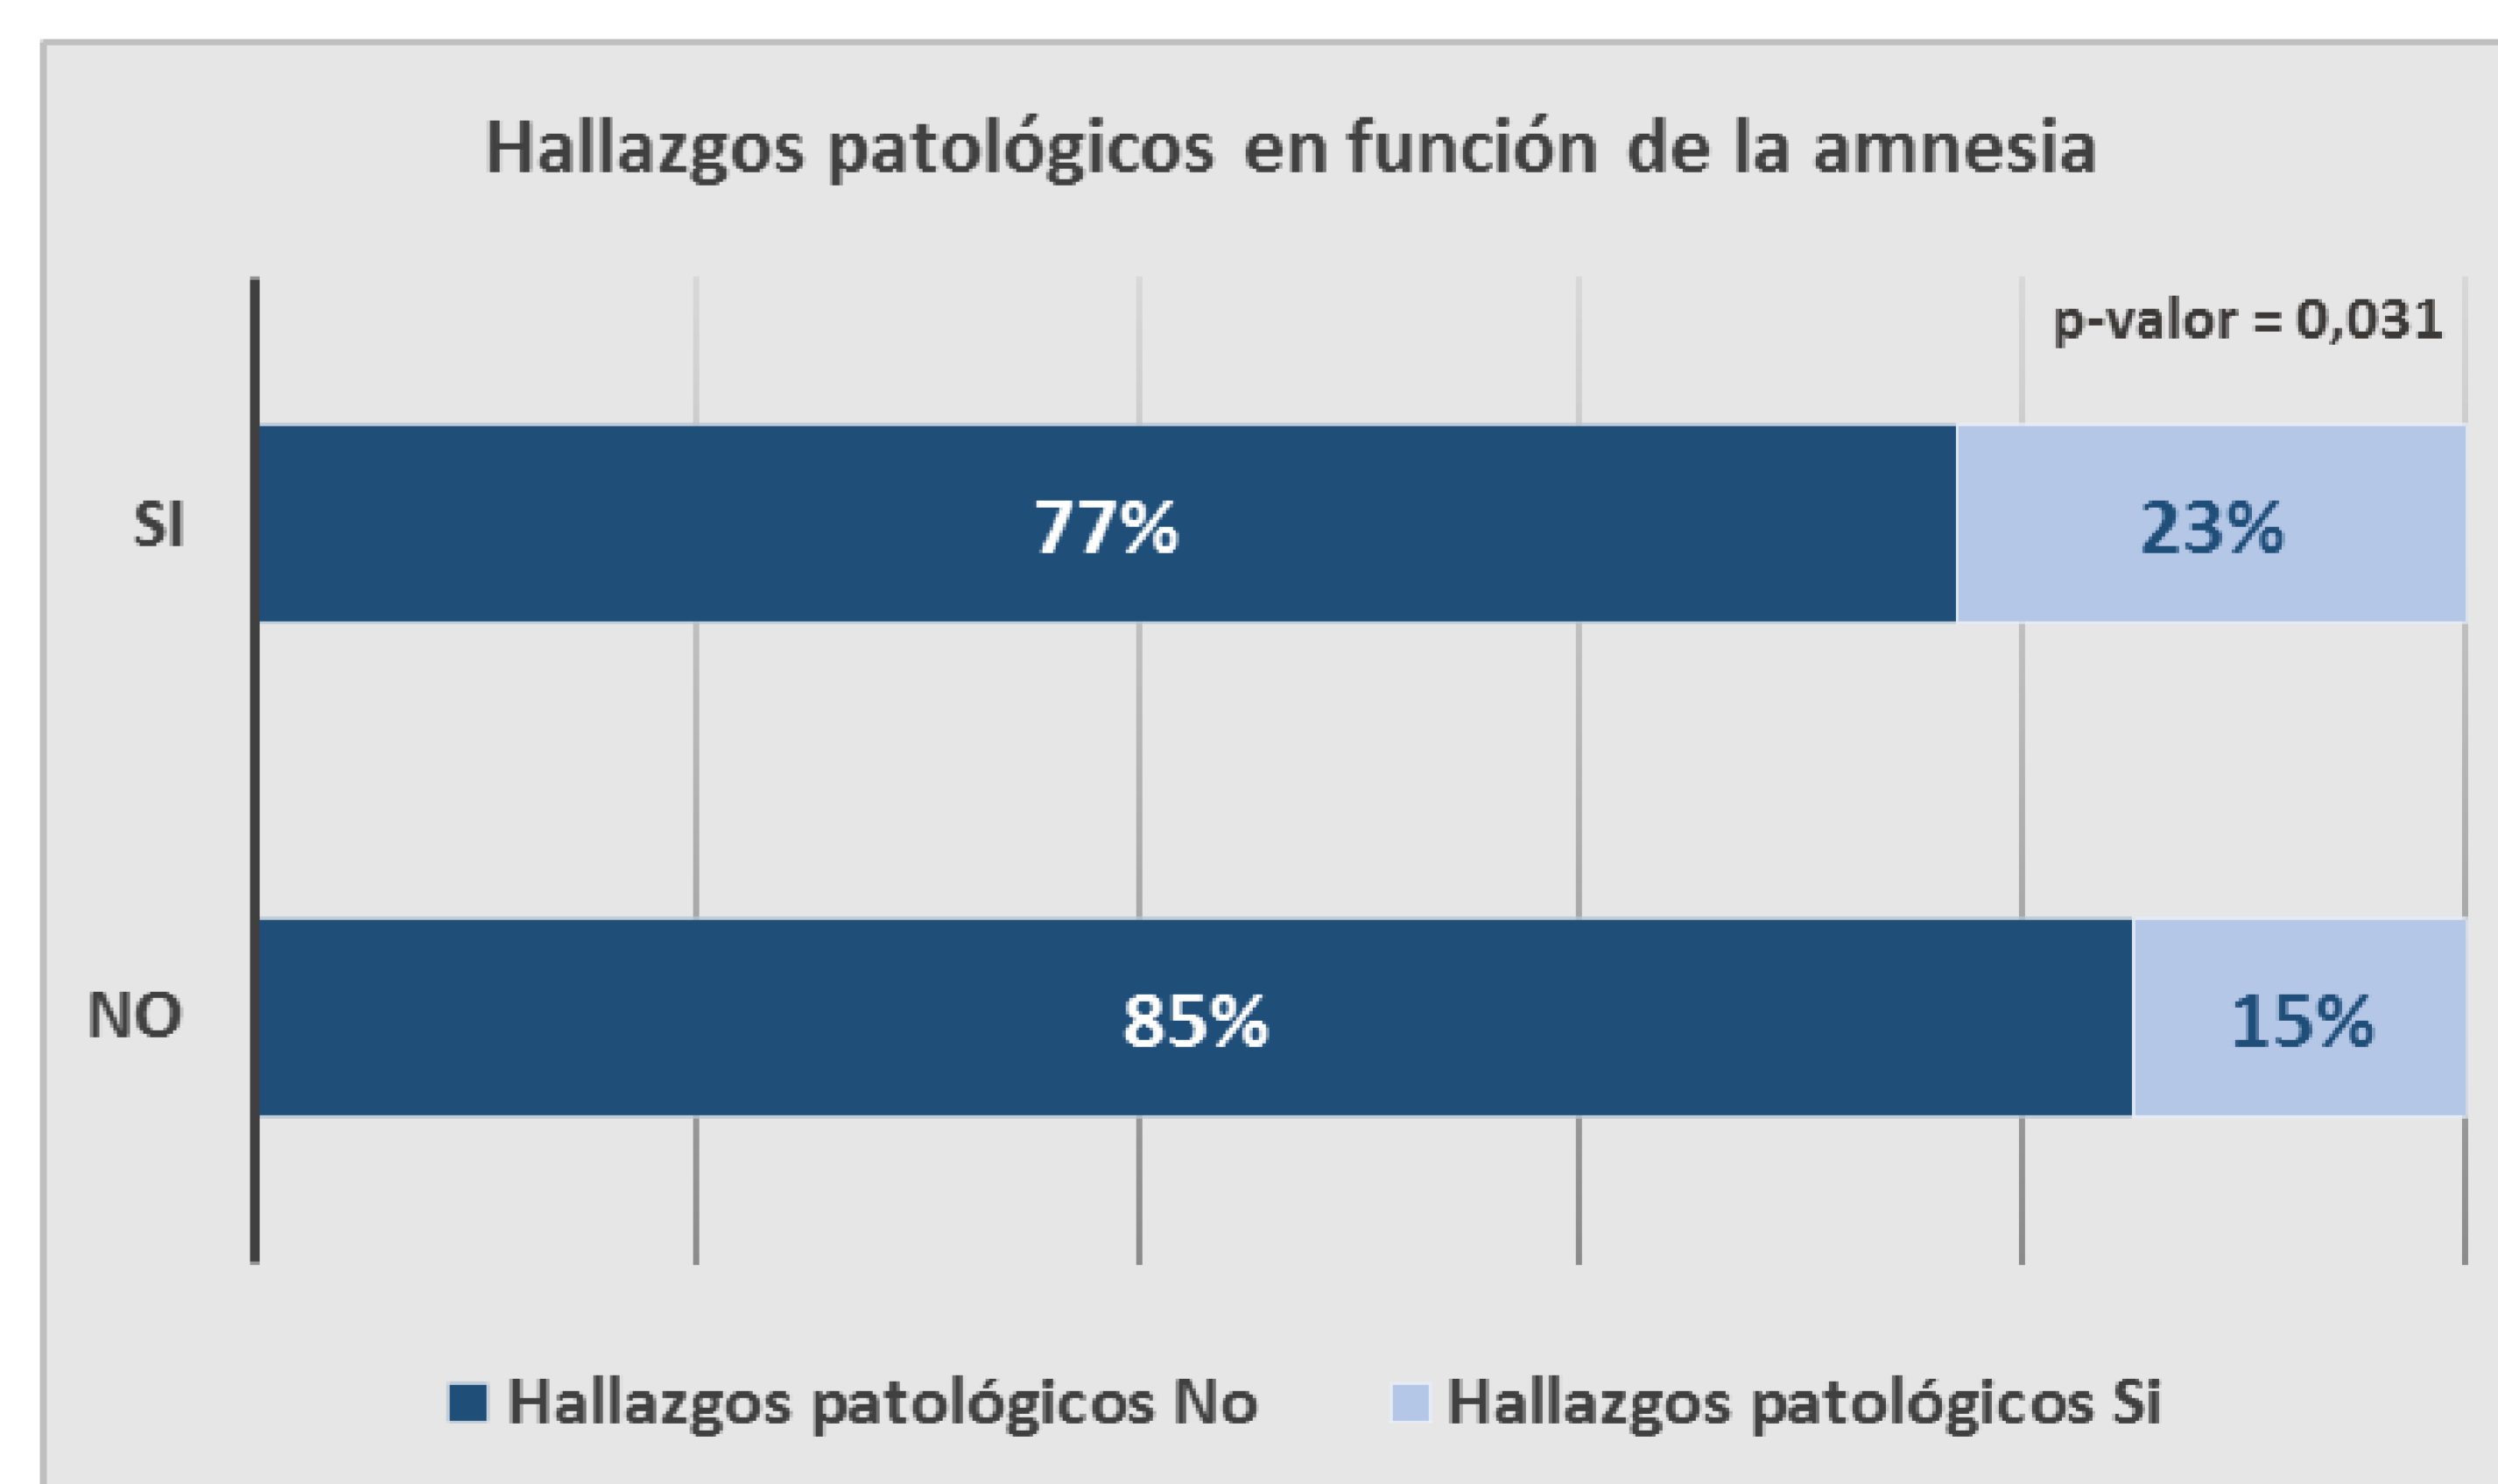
Representación de la relación de los hallazgos patológicos traumáticos en TC-Craneal con el estado de amnesia de los pacientes.
